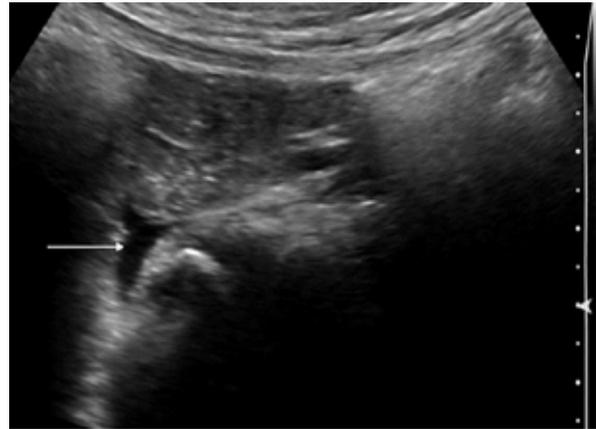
La ecografía revela líquido pélvico libre en un niño de 5 años después de haber sido atropellado por un automóvil (flechas blancas).⁶
